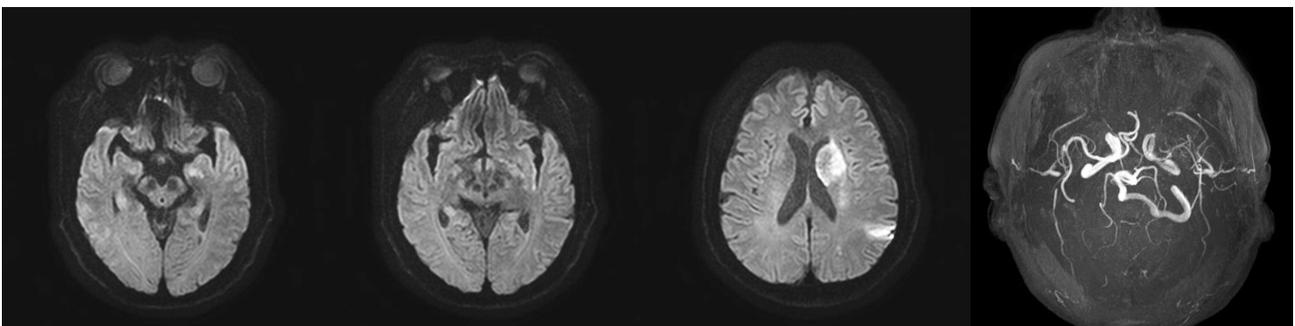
Axial diffusion magnetic resonance image on hospital day 1 showing evolving multiple left middle cerebral artery and anterior choroidal artery territory infarct. But the posterior circulating vessels demonstrate no clinically significant steno-occlusive lesion.
